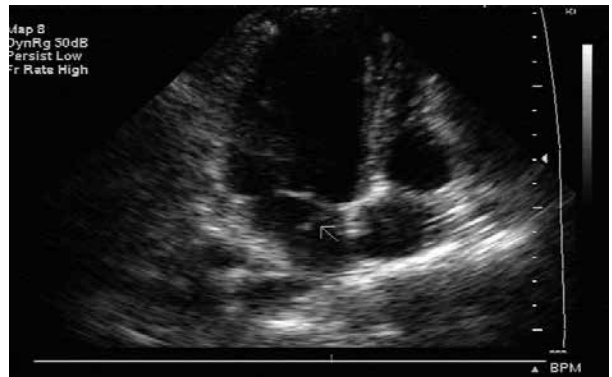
Imagen de ecocardiograma que muestra la vegetación en la válvula mitral.
